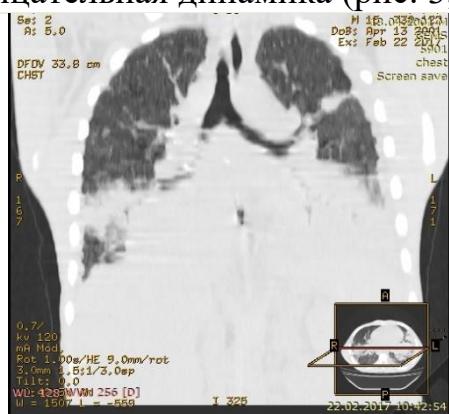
Легочные изменения на сериях томограмм с послойной сагиттальной реконструкцией КТ срезов с шагом в 5.0 мм в динамике.
